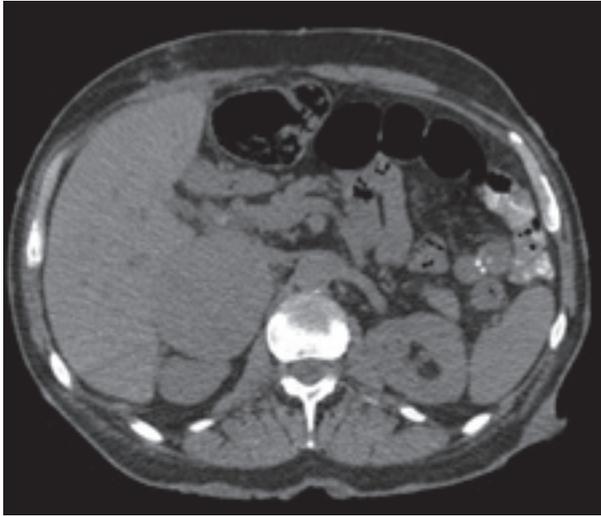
Tomografía axial computerizada de abdomen, masa suprarrenal derecha 76x63mm.
